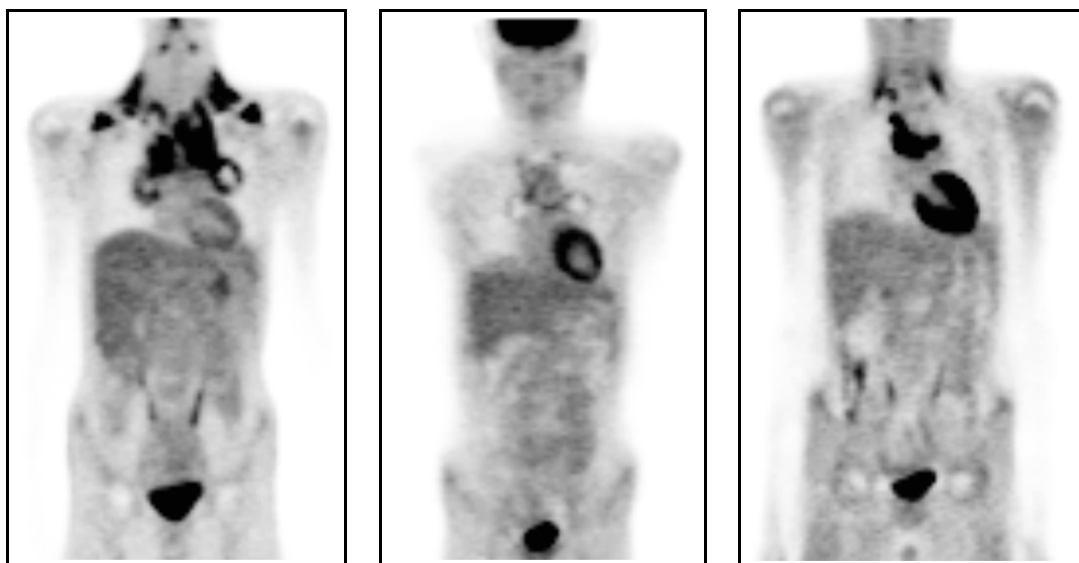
FDG-PET vyšetření u 11letého pacienta s epiteloidním sarkomem předloktí*
